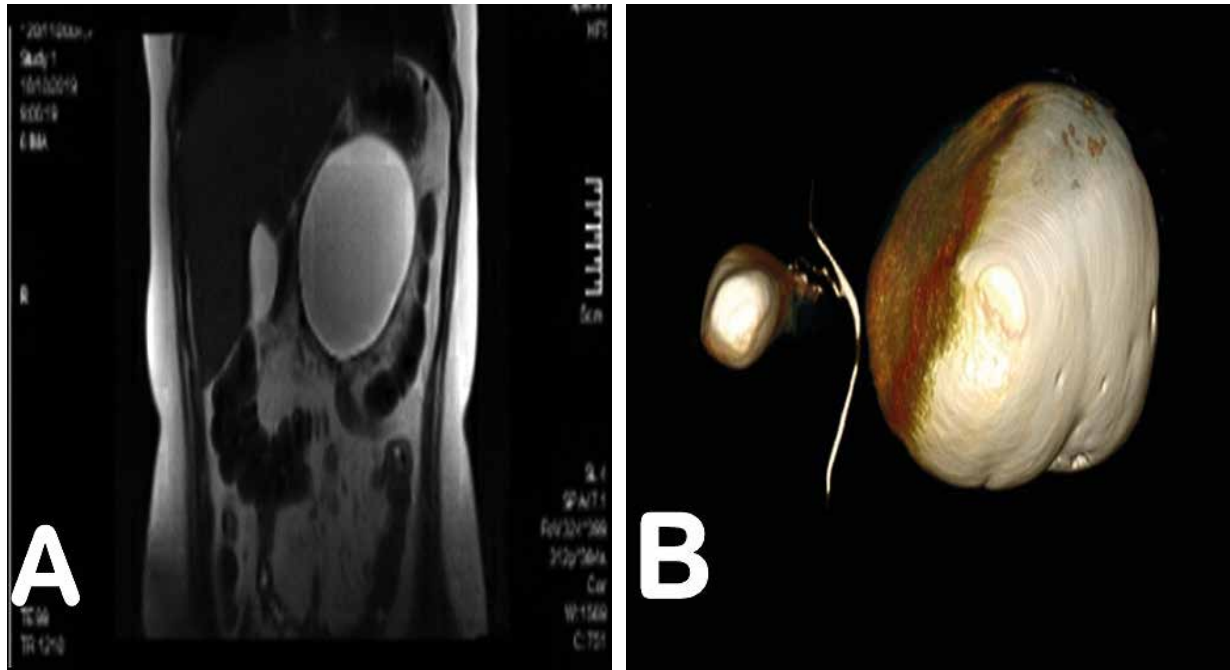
Resonancia Magnética Nuclear de Abdomen. A) Colección redondeada, que se localiza anterior al cuerpo pancreático. B) Reconstrucción 3D: colección de 81x113x123mm de paredes delgadas.
